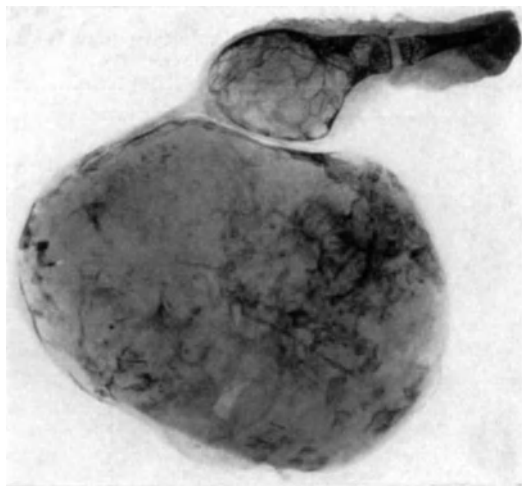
Dasselbe wie Abb. 42. Röntgenbild. Fleckige Verkalkung und Verknöcherung im Chondrom.
